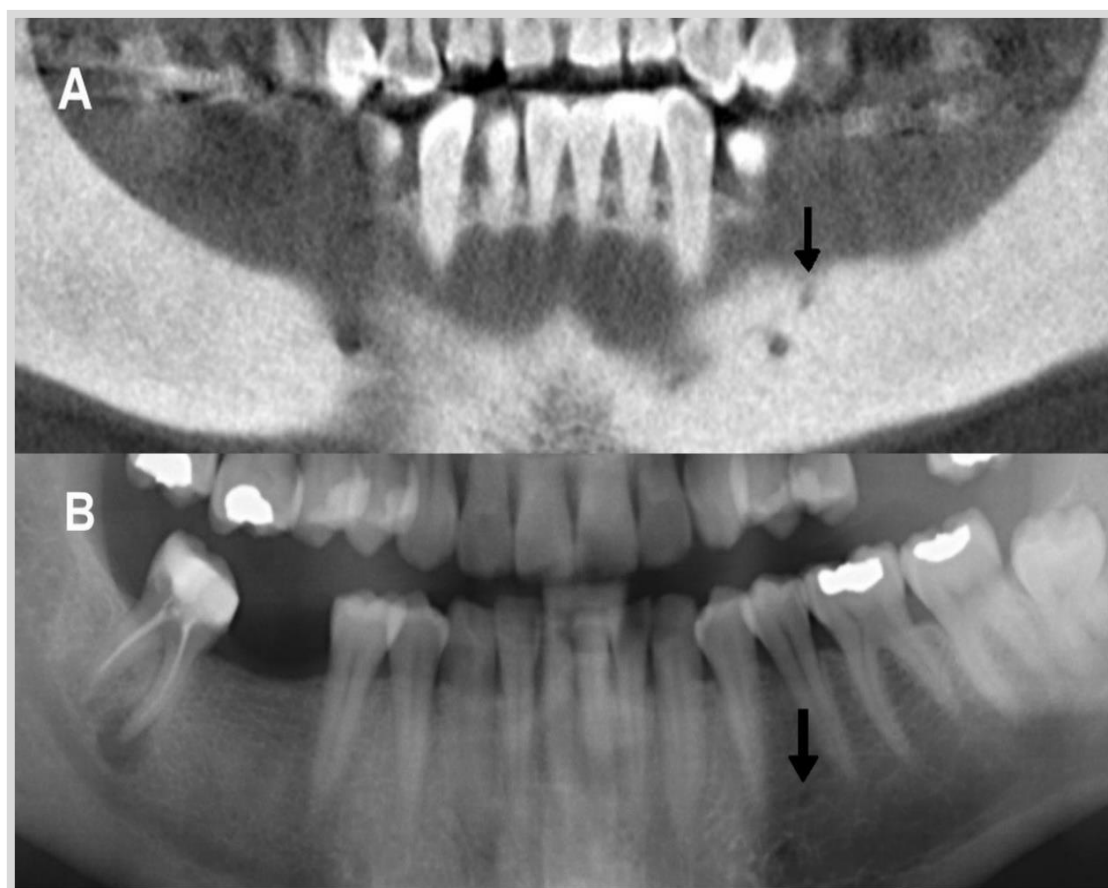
Foramen mentoniano accesorio en reconstrucción para-panorámica de tomografía computarizada de haz cónico (A). Foramen mentoniano accesorio visualizado en la ortopantomografía correspondiente (B)
